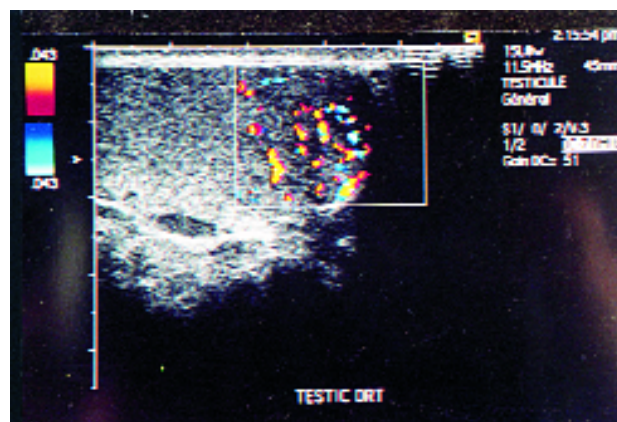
Echographie doppler du testicule droit (10/3/2001) : nodules hypoéchogènes, hypervascularisés au doppler du parenchyme testiculaire droit.
